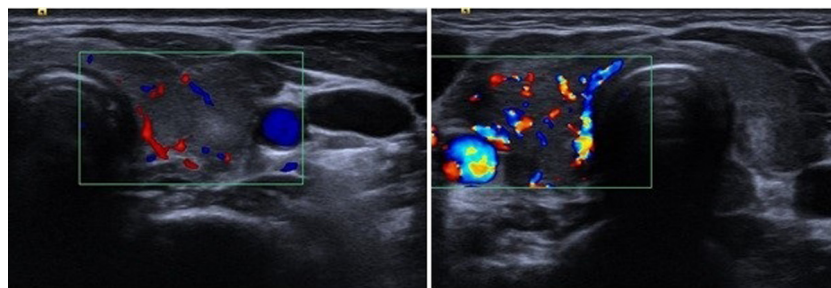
Figura número 1: Ecografías tiroideas de los casos descritos en el artículo:
